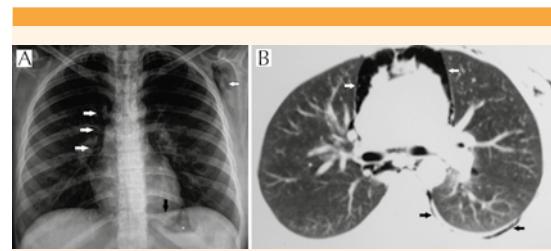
A) Telerradiografía de tórax que muestra gas delineando la superficie interna de la pleura mediastinal derecha y en los tejidos blandos de la cintura escapular izquierda (flechas blancas). También se aprecia el signo del diafragma, que representa la visualización del músculo donde normalmente es borrado por el corazón (flecha negra). B) Tomografía de tórax donde se observa con claridad el neumomediastino delimitado por ambas pleuras parietales (flechas blancas) y el signo de gas extrapleural (flechas negras).
